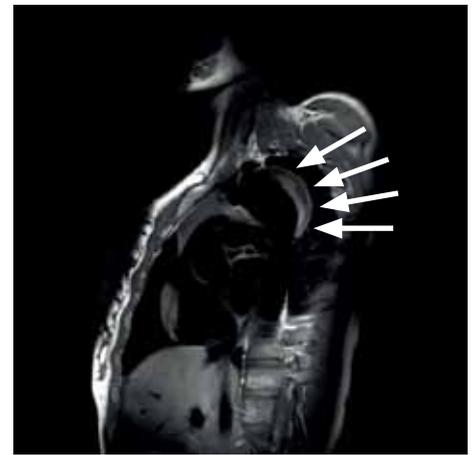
Kernspintomographie unmittelbar nach Stentimplantation (Fallbeispiel). Man erkennt das blutgefüllte Lumen (Innenraum) der Aorta in Schwarz sowie die beginnende Blutgerinnung im Aneurysma in Hellgrau (siehe Pfeile).
